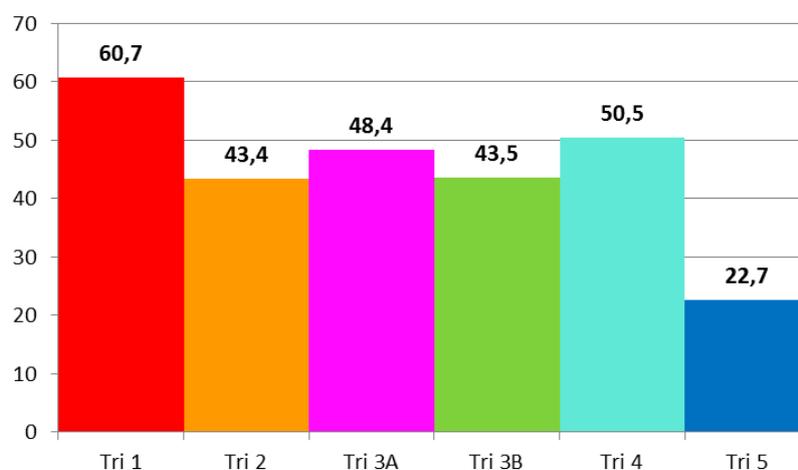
Histogramme du nombre patients (%) ayant eu une radiographie selon le niveau de tri FRENCH
